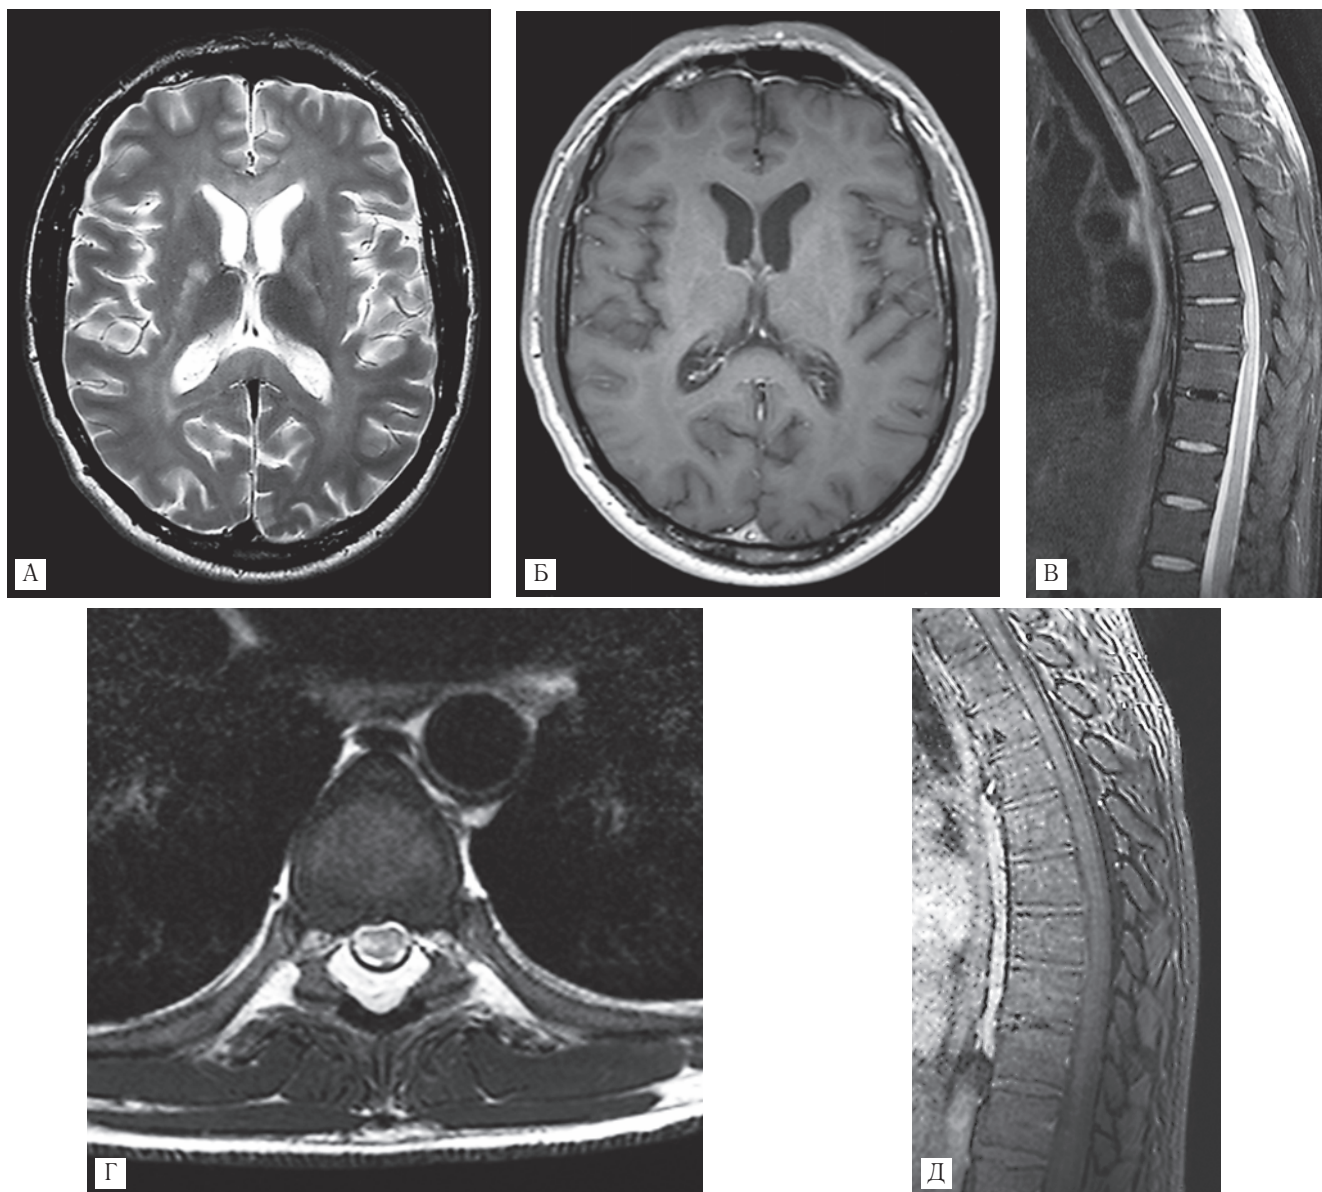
Пациент П., МРТ до начала лечения. На аксиальных Т2-ВИ головного мозга (А) определяется симметричное повышение МР-сигнала от перивентрикулярного белого вещества лобных и теменных долей, а также от мозолистого тела и внутренних капсул, без признаков объемного воздействия. На постконтрастных Т1-ВИ (Б) головного мозга очагов патологического усиления МР-сигнала не определяется. На Т2-ВИ грудного отдела спинного мозга отмечен продольно распространенный очаг повышенного МР-сигнала, расположенный на уровне Th6–Th9 (В), который охватывает преимущественно боковые отделы поперечника спинного мозга (Г) и не сопровождается значимым изменением его объема. Описанный спинальный очаг не накапливает контрастное вещество (Д). Дополнительно были отмечены задние срединные протрузии дисков Th7–8 и Th8–9, которые вызывали уплощение передней поверхности спинного мозга (В, Г).
